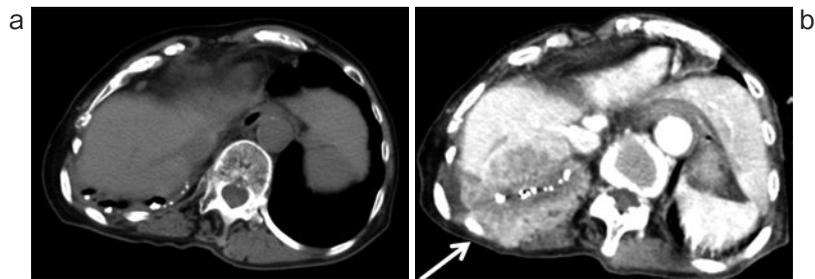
(a) 胸部単純CT. 右側には胸郭形成術後の荒廃した肺と石灰化を伴った胸膜肺腫を認めた. (b) 胸部造影CT. 右胸膜から胸壁, 肋骨に浸潤し, 横隔膜を超え肝臓に浸潤する腫瘤 (矢印) を認めた. 腫瘤の正中には胸膜の不連続な石灰化を認めた.
